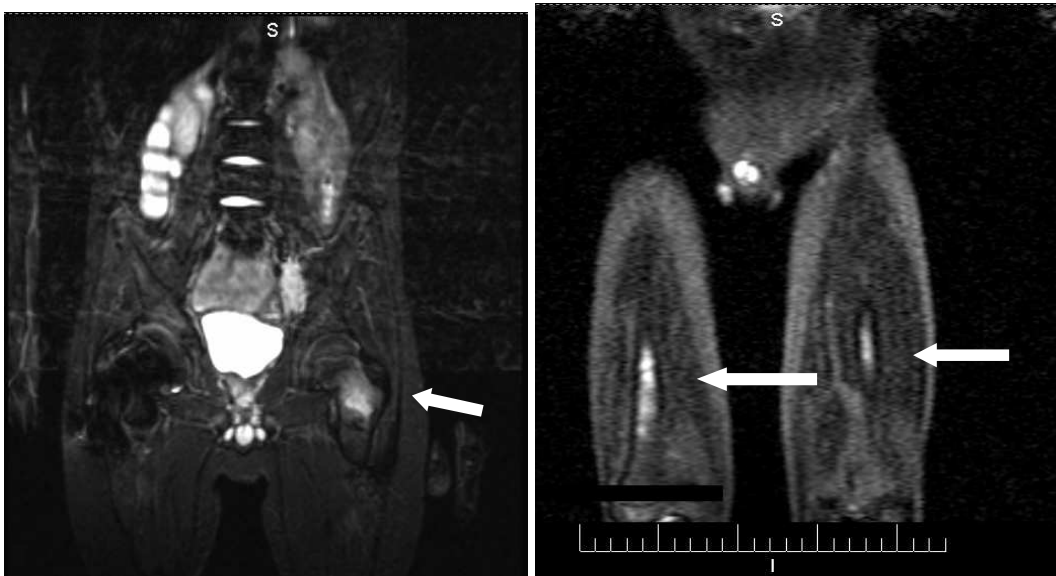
Achtjähriger Patient mit Embryonalem Rhabdomyosarkom rechts paravesikal Stad. IV, ossär und pulmonal metastasiert und mit progredient infaustem Verlauf. Die Bilder der Ganzkörper-STIR-MRT (Becken und Femura coronar) ca. 11 Monate nach Diagnosestellung, im Finalstadium (nach Chemotherapie), zeigen deutlich signalhyperintens den Primärtumor links paravesikal kranial; eine ausgedehnte Signalauslöschung im rechten Femurhals nach dort erfolgter operativer Stabilisierung einer pathologischen Femurhalsfraktur; weiterhin eine ausgedehnte metastasenbedingte flau-unscharf hyperintense Region im linken Femurhals. Letztere wurde primär auch in der Skelettszintigraphie, der PET und den Nicht-STIR-MRT-Sequenzen nach Erstdiagnose erkannt und als maligne bewertet. In beiden Femurdiaphysen hyperintense inhomogen-fleckige Signalintensitäten, als weitere ossäre Filiae gewertet (rechtes Bild).
